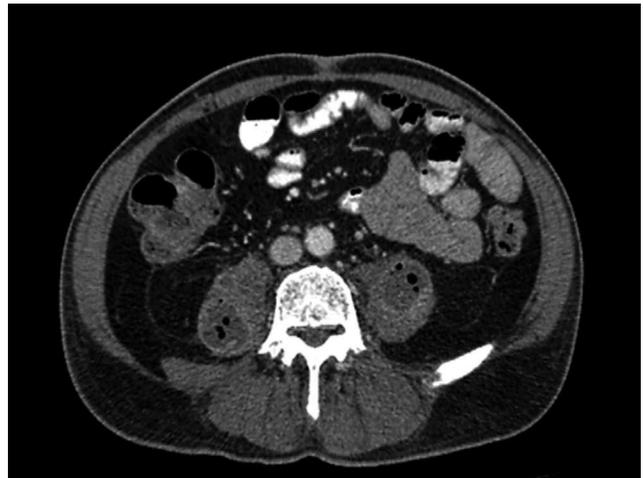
TC abdominal, plano axial observando realce heterogéneo luego de la administración intravenosa del medio de contraste, además finas trabéculas y gas en su interior.
